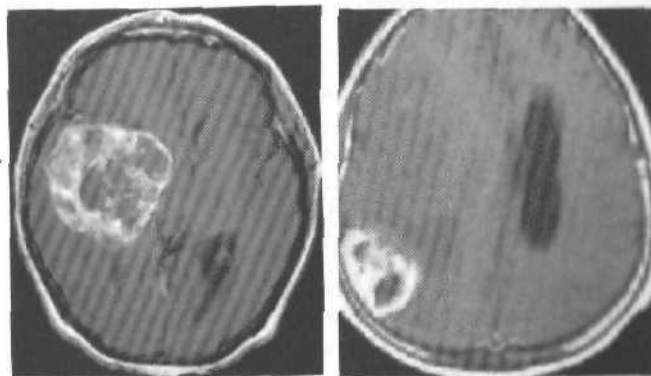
МРТ (T_1 -режим). Глиобластома правой височной области, распространяющаяся на подкорковые узлы.
